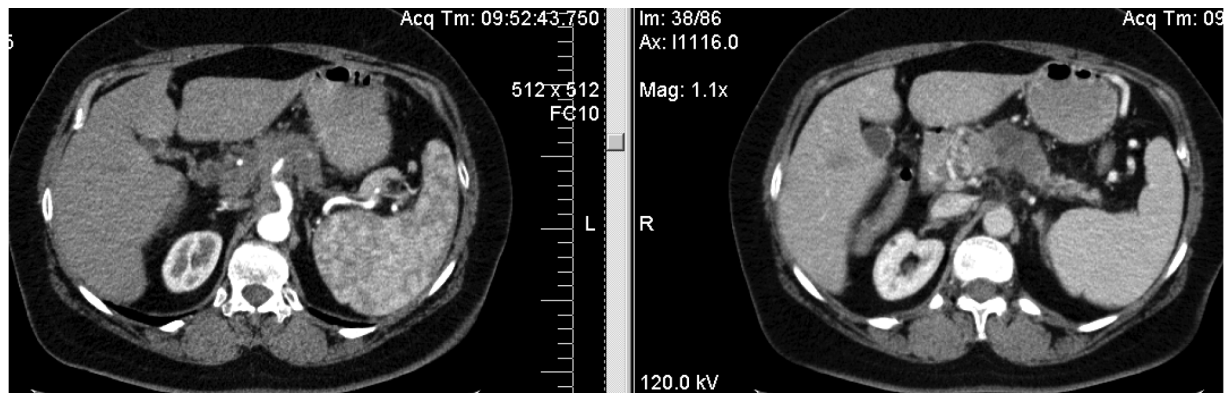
КТ-картина очагового образования в головке ПЖ, на фоне хронического калькулезного панкреатита, увеличение парапанкреатических лимфоузлов.
